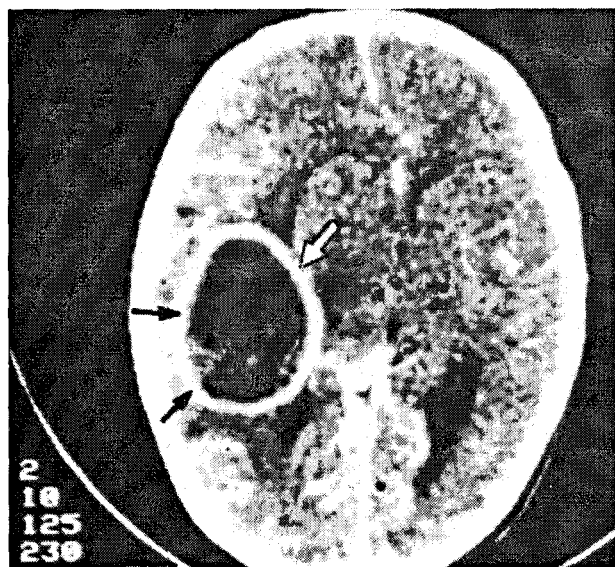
CT-scan: Abces cerebral temporo-parietal stânga perfect încapsulat.
